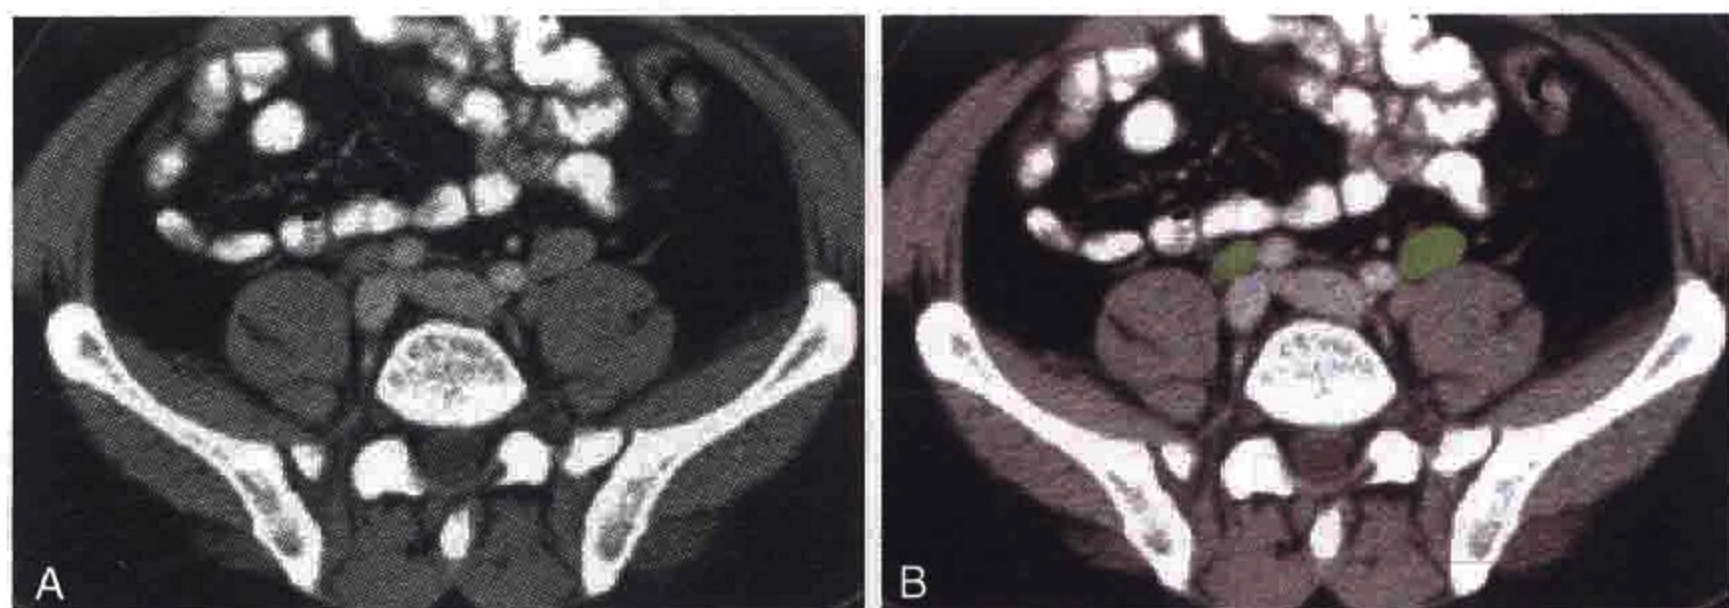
横轴位 CT 示双侧髂总淋巴结（绿色）
